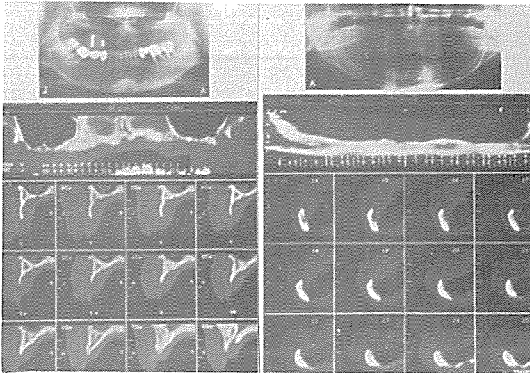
Dentascan을 사용하여 진단한 방사선 사진(A, B)
